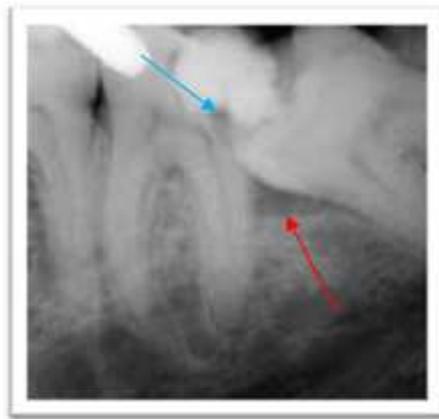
Radiographie illustrant la lyse du septum interdentaire (flèche rouge) due à une version mésiale de la dent de sagesse mandibulaire. Nous pouvons remarquer que cette poussée mésialante a entraîné une lésion carieuse en distal de la seconde molaire (flèche bleue) [3].
